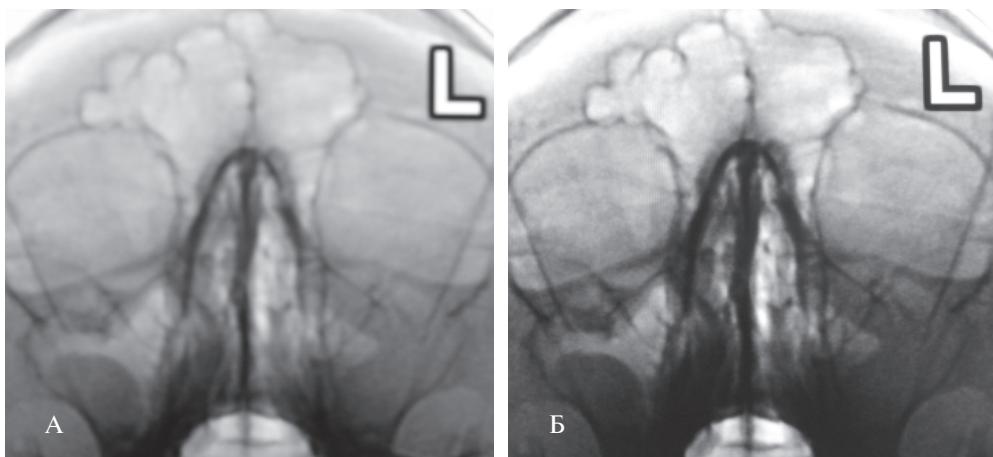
Пациент В., диагноз: двусторонний гайморит. Рентгенофлюорограмма придаточных пазух носа, прямая проекция, доза – от 30 мкЗв [7]. А – исходное изображение. Б – то же изображение с коррекцией яркости и контрастности
